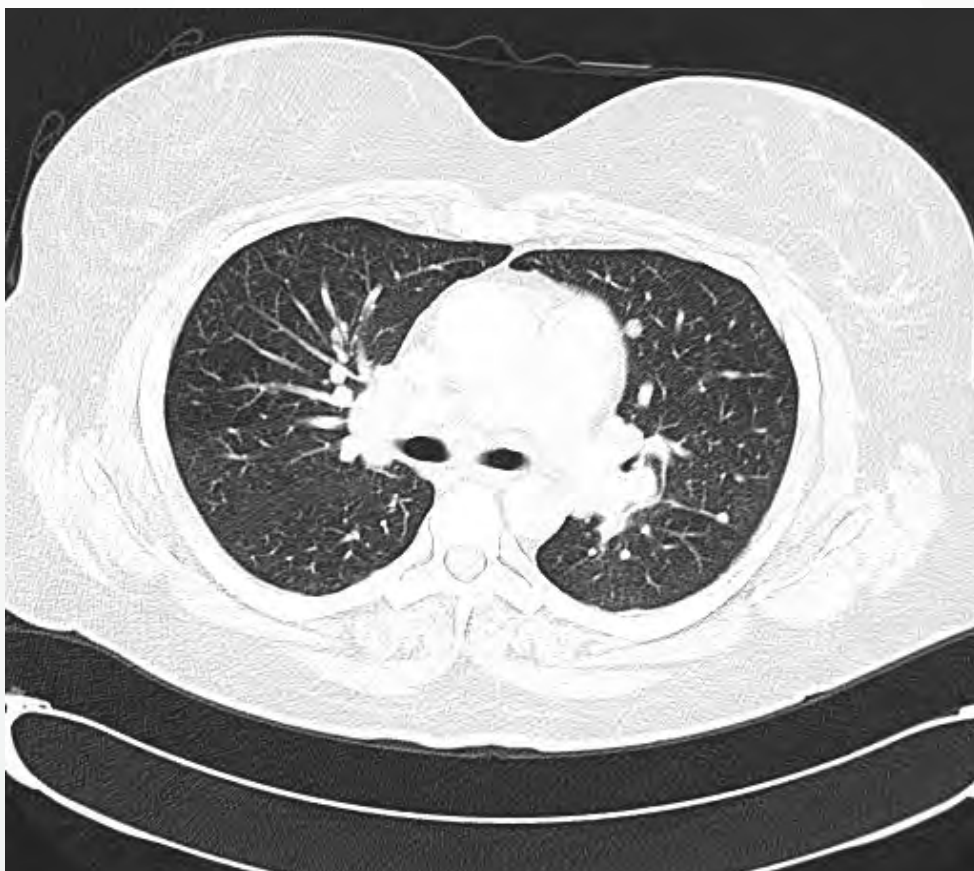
Adenopatías hiliares y subcarinales y nódulos en parénquima pulmonar (tomografía computarizada de tórax).
